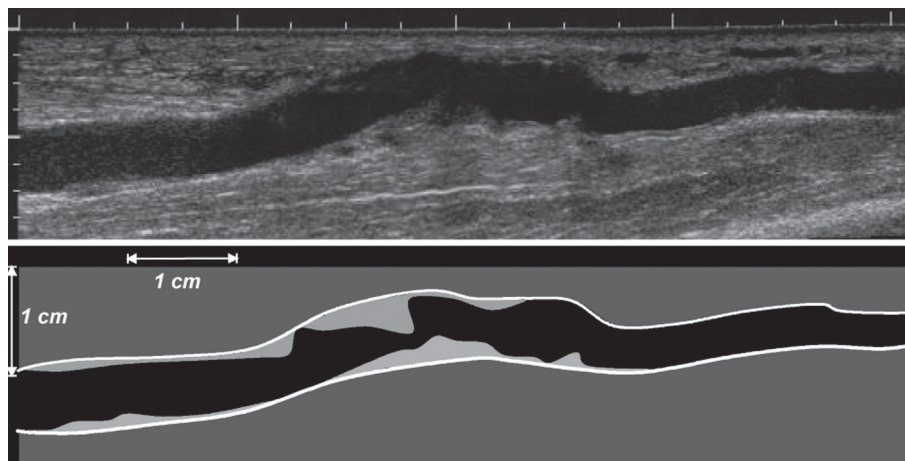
Reconstruction bidimensionnelle « panoramique » de l'image échographique de la voie de drainage d'une fistule artériovoineuse pour hémodialyse.
